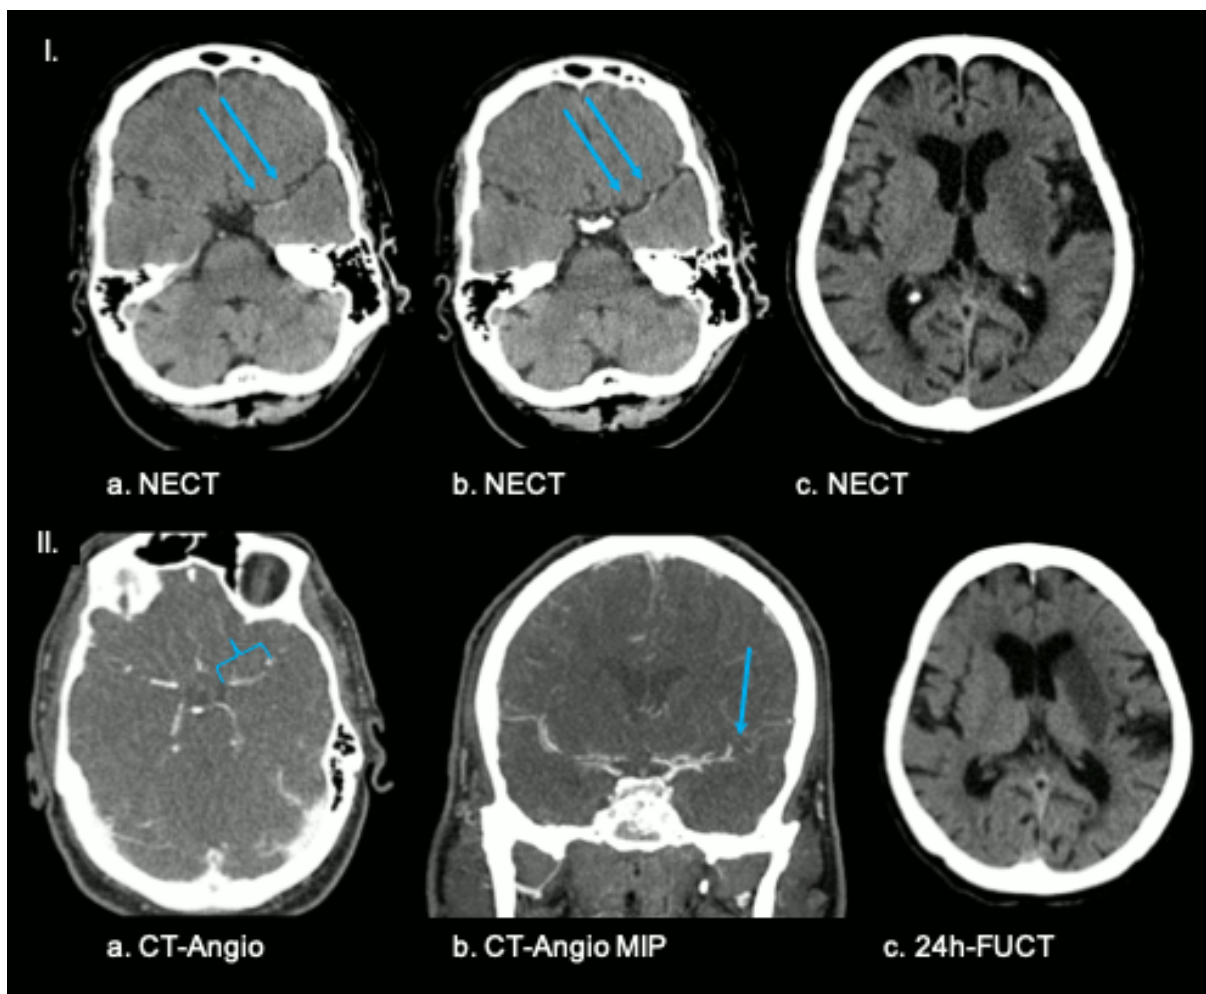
Frühzeichen in der nativen Computertomographie (NECT) im akuten Schlaganfall.
